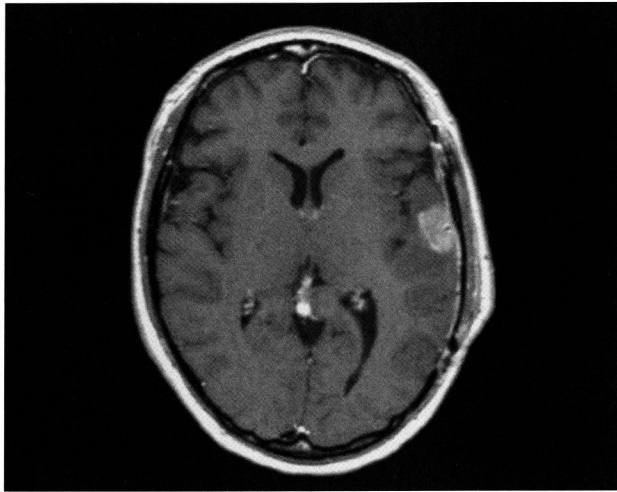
Gd-MRI (術後4ヶ月、1st GKRS前): 腫瘍摘出腔より再発を認めた
